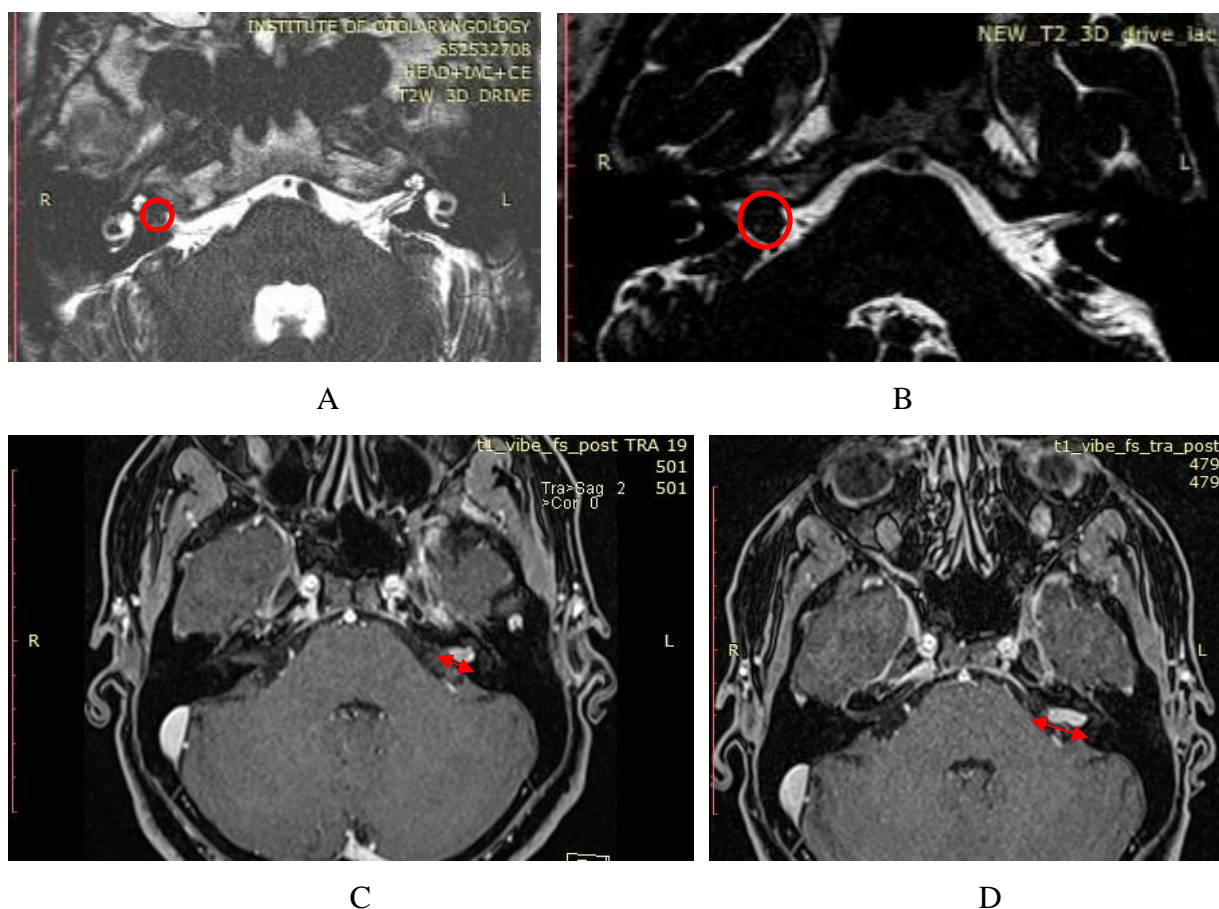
Imagini RMN care prezintă localizarea VS în CAI: A & B - imagini în regim T2 la care se vizualizează VS în porțiunea medială și laterală a CAI pe dreapta; C & D - imagini în regim T1 cu contrast ale unui pacient din lotul 2 de studiu la care VS a crescut din lateral spre medial cu ocuparea completă a CAI pe stânga.
